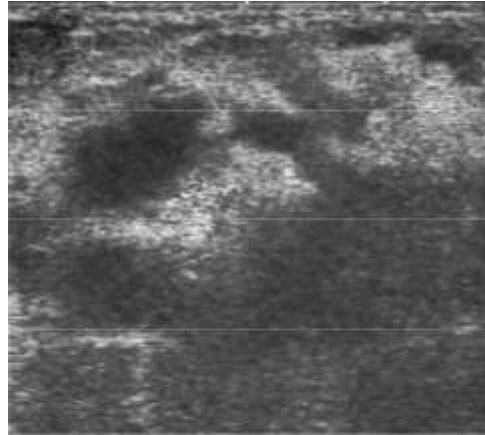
Échographie mammaire : Image
